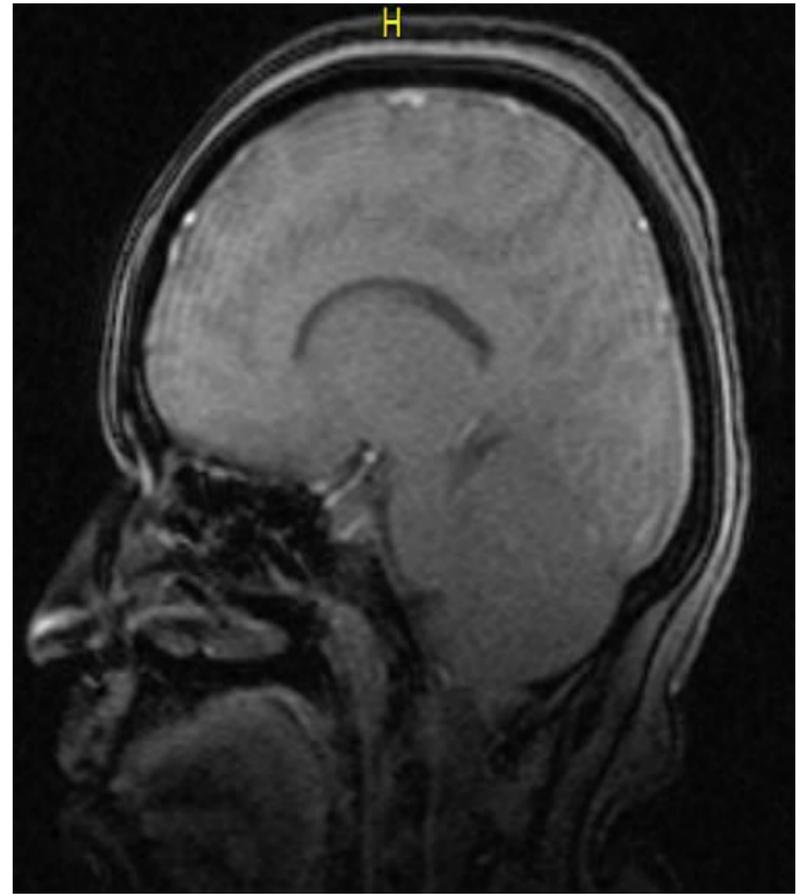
Coupe sagittale de l'IRM hypophysaire.
